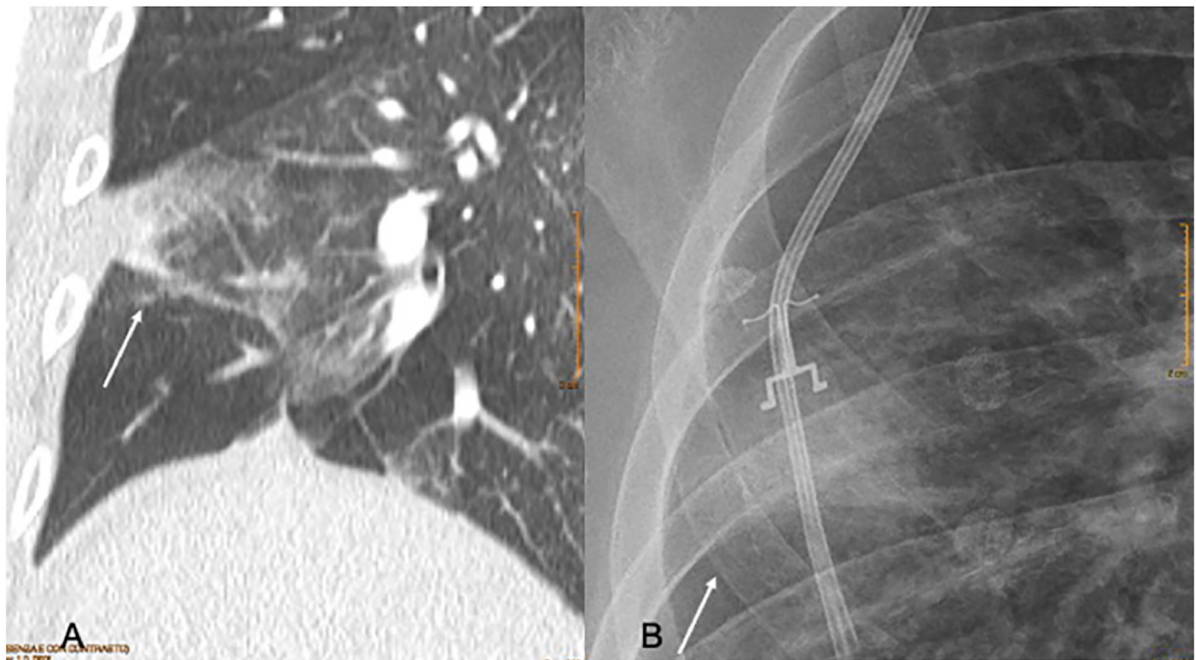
Paziente di 18 anni con COVID-19. Alla TC torace (A) si evidenzia un'area di aumentata densità parenchimale a "vetro smerigliato" con ispessimento dell'interstizio interlobulare attiguo. L'area di opacità parenchimale è evidente anche all'RX torace (B; freccia).
